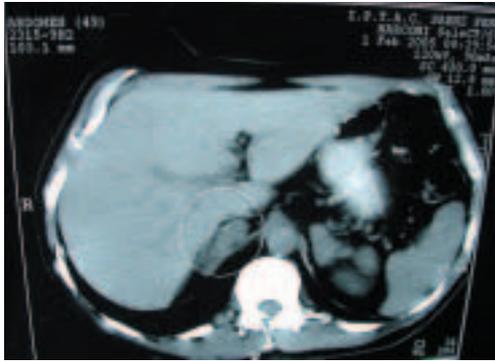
Tomografía computarizada de abdomen con hepatosplenomegalia homogénea.
